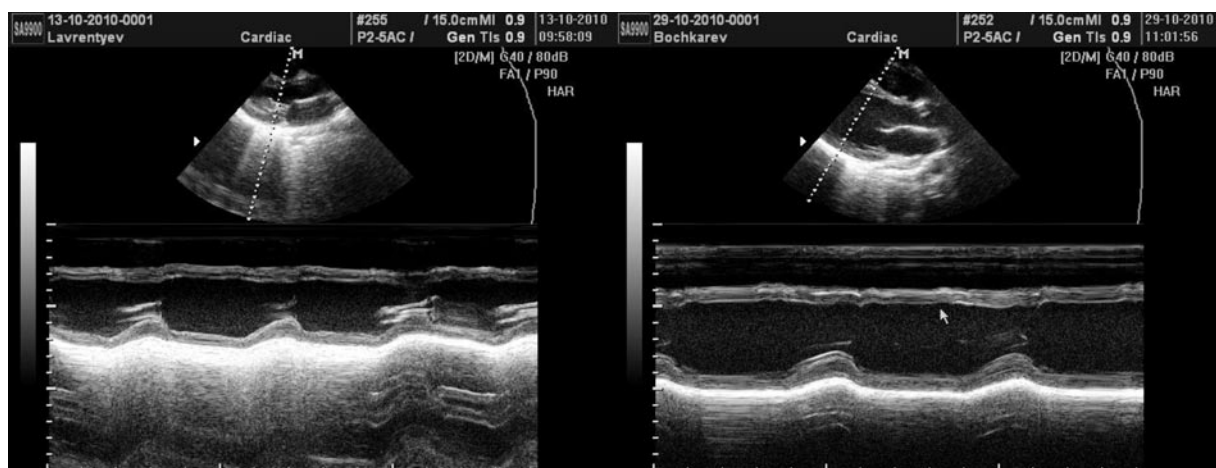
На эхокардиограммах, выполненных в «М»-модальном режиме сканирования из парастерального доступа по короткой оси, отчетливо визуализируется межжелудочковая перегородка (справа отмечена стрелкой) с практически отсутствующими систолическими экскурсиями (от 1,0 до 2,6 мм). В отличие от межжелудочковой перегородки, задняя стенка левого желудочка совершает полноценные систолические перемещения
